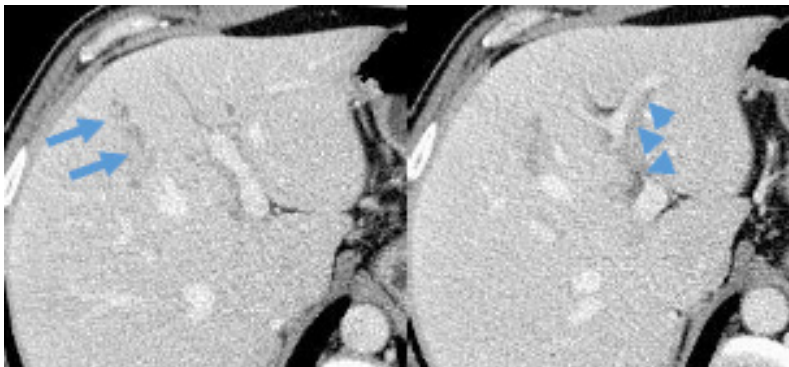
Abdominal CT – In the segment IV of the liver the small hypodense lesions are distributed in a tract-like fashion (arrows); Linear low attenuation parallel to intrahepatic branches of the portal vein and left portal vein branch - periportal tracking (arrowheads).
